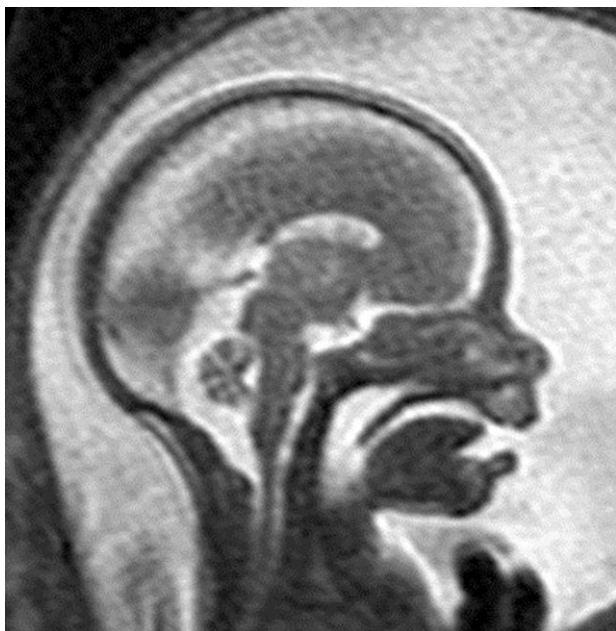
Sequence T2-weighted fast (turbo) spin echo pada janin normal 39+4 minggu menunjukkan bagaimana waktu echo / echo time (TE) yang lebih pendek memberikan detail yang lebih jelas pada badan janin : (a) TE = 80 ms; (b) TE = 140 ms
